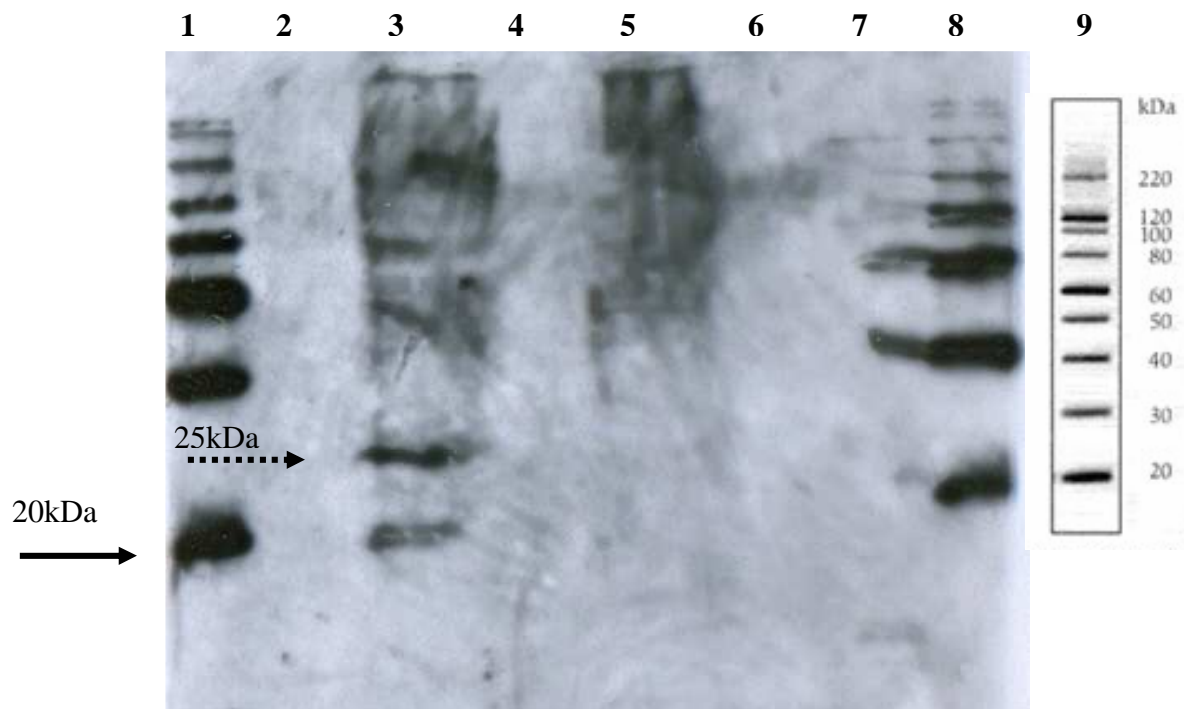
Figura da radiografia por quimioluminescência obtida da exposição da membrana de *polyninylidene fluoride*-PVDF previamente incubada por anticorpos específicos em ensaio de Western-blot para detecção da expressão de proteína L* em lisado de células HEK-293-T previamente transfectada. Linha 1. Marcador de peso molecular *MagiMark™XP Western Protein Standard* (Invitrogen,USA),2. Sem amostra,3.HEK-293-T transfectada com pcDNA4/HisMAXL*, 4. Sem amostra, 5. HEK-293-T não transfectada, 6 e 7, Sem amostra, 8. Marcador de peso molecular *MagiMark™XP Western Protein Standard* (Invitrogen, USA), 9. Pesos moleculares (KDa) correspondente ao marcador *MagiMark™XP Western Protein Standard* (Invitrogen, USA).
